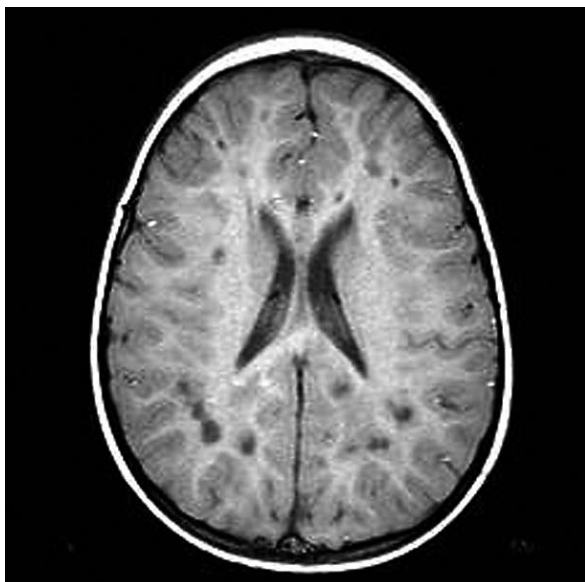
RMN de cerebro, T1 axial con gadolinio: múltiples lesiones hipointensas, con densidad similar al LCR (black holes) en la sustancia blanca cerebral periventricular, subcortical y en cuerpo caloso. Niño de 3 años, cursando su segundo evento desmielinizante (debilidad bilateral y asimétrica en miembros superiores), a los dos meses de presentar el primer evento clínico, con disfunción de tronco encefálico.
